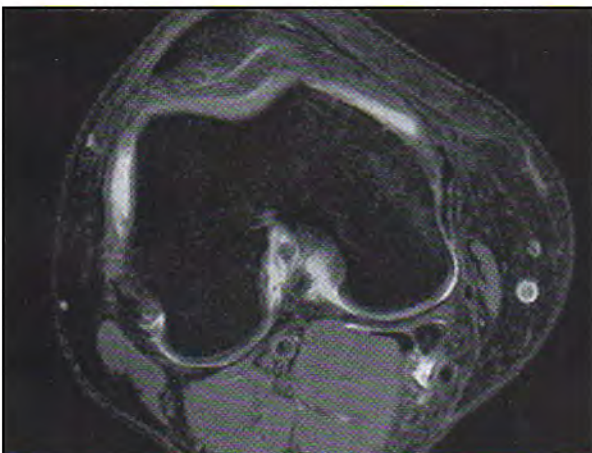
Corte de RM Axial DP supr. con alteración inserción femoral más definida.
